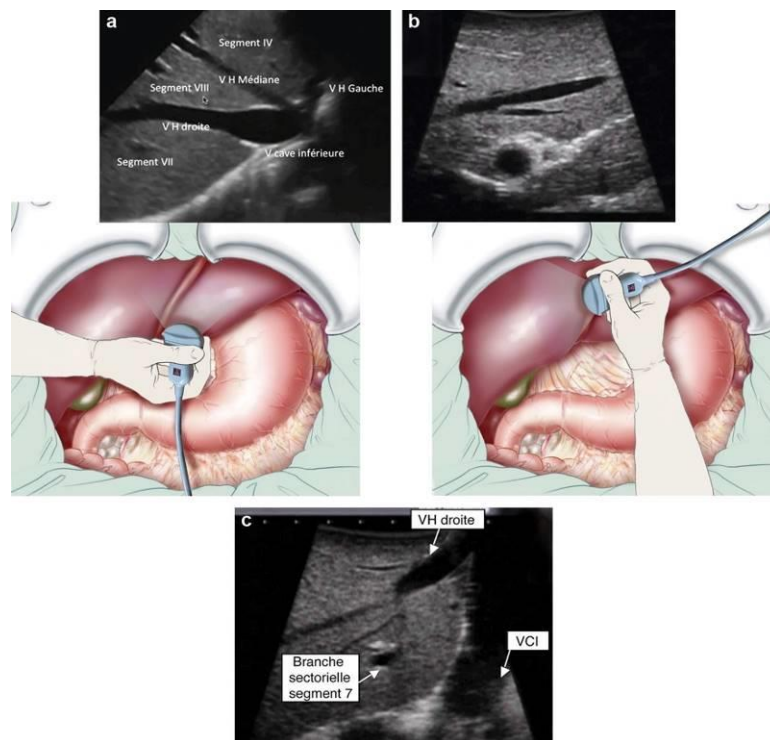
Échographie peropératoire du foie. [55]
